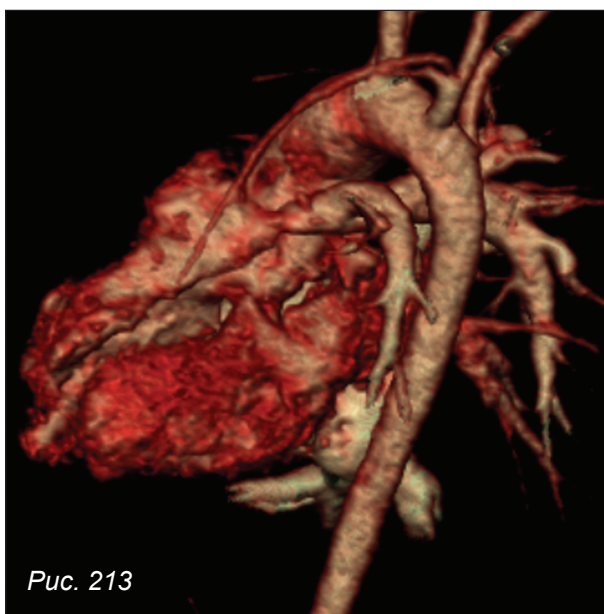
КТ-ангиография, объемные реконструкции. ДОС от правого желудочка
